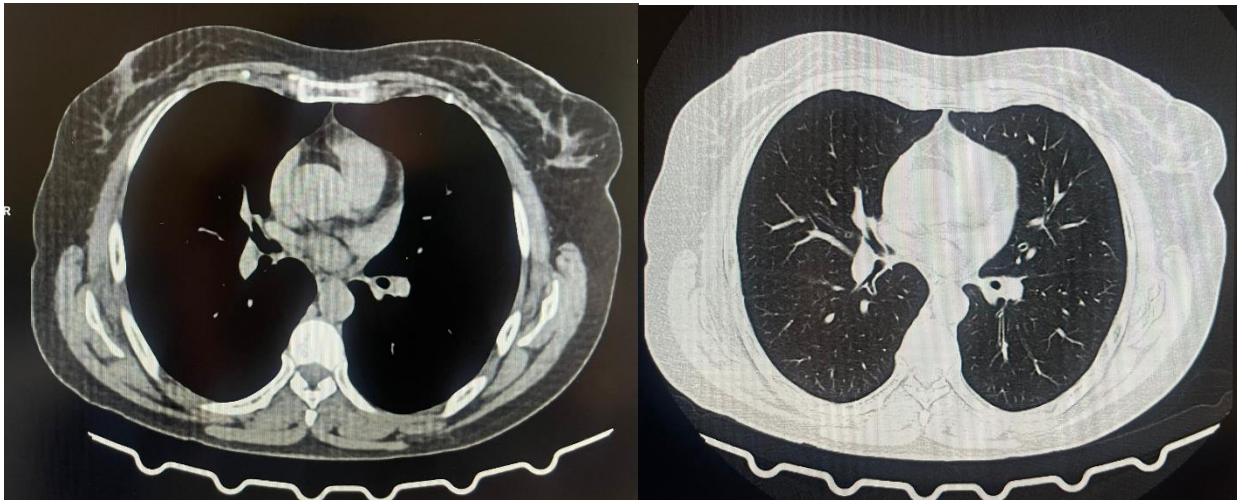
Ventanas de Mediastino – Pulmonar tomografía de tórax
